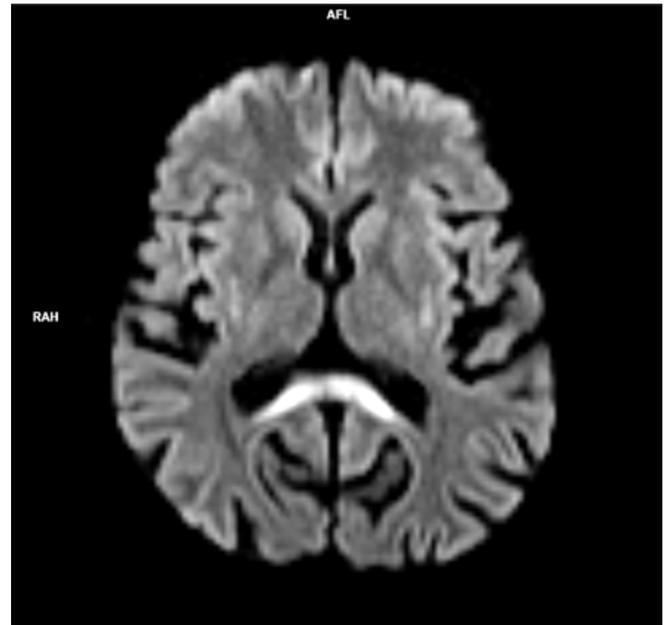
Ressonância magnética crânio-encefálica, axial FLAIR.
